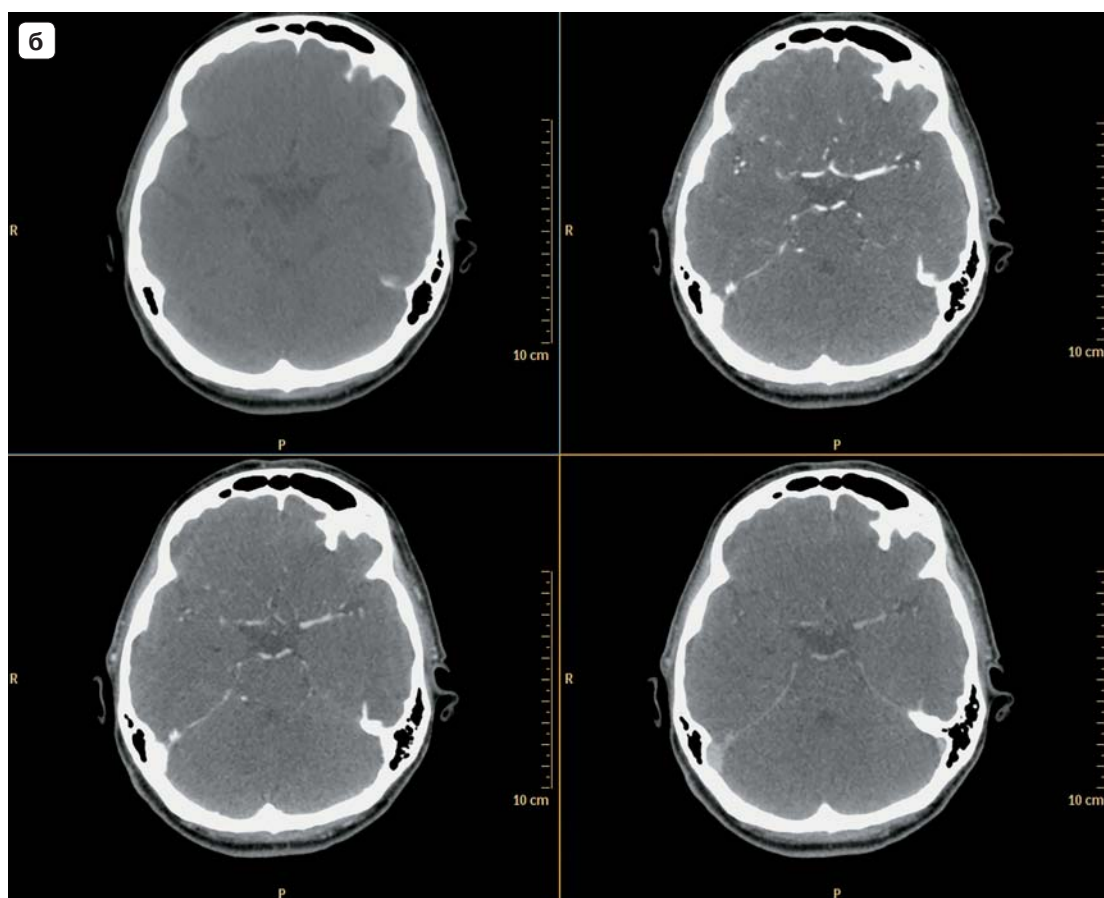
МСКТ-ангиография головного мозга.
